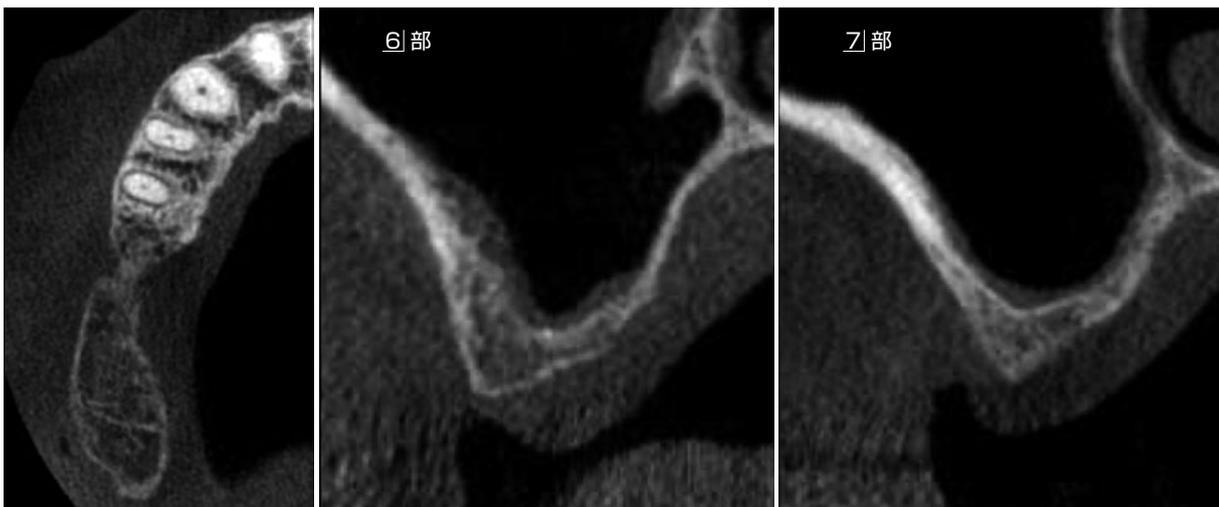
術前のCT所見。76部の歯槽堤は狭小で、通常のドリリングでは頬側歯槽骨に裂開を起こす可能性が高いため、Densah® burを使用して逆回転ドリリングで歯槽堤を拡大する計画とした。
